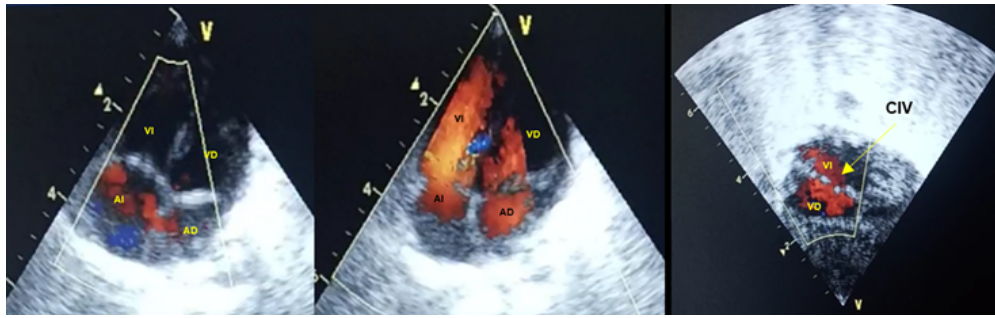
Evaluación ecocardiográfica posnatal: 1 semana. Derecha: vista apical de 4 cámaras, se evidencian cámaras cardíacas simétricas, sin dilatación de cavidades. Válvulas AV normoinseratas. Central: vista apical de 4 cámaras, evaluación con doppler color, flujo unidireccional AV. Válvulas AV con apertura normal. Izquierda: vista subcostal de 4 cámaras: tabique interventricular con disrupción en porción muscular y perimembranosa.
